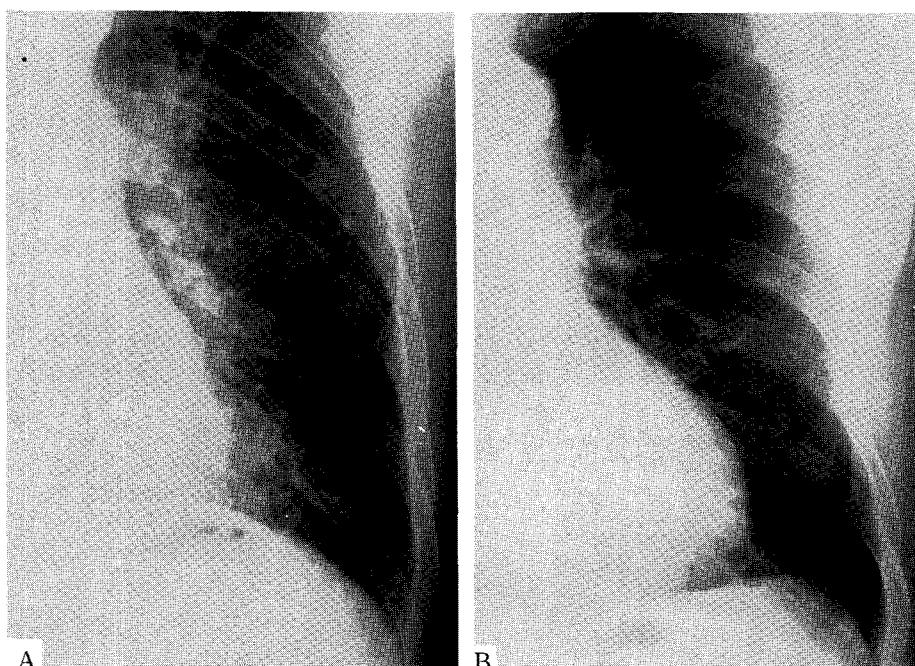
A. Chest radiographic finding before treatment with EM, which shows diffuse nodular and linear shadows of 2-4mm in diameter. B. Chest radiographic finding 3 months after treatment with low-dose EM. Diffuse nodular and linear shadows nearly disappeared.
